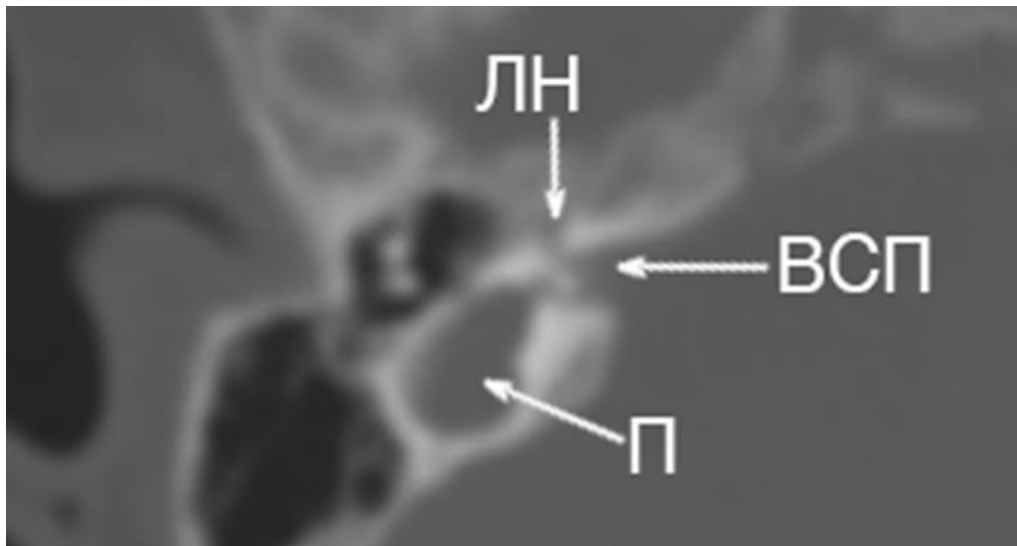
МСКТ височной кости: АУ с расширением преддверия: преддверие и полукружные каналы сохранены, однако отмечается расширение преддверия(П); ЛН-лабиринтный отдел лицевого нерва смещен кпереди, всп визуализируется
